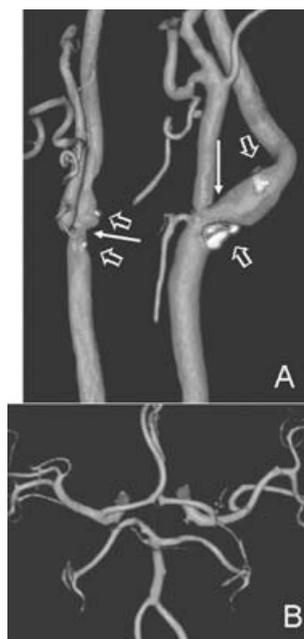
Hombre de 81 años con varios eventos AIT en territorio carotídeo izquierdo. A) La angiotomografía carotídea con reconstrucción volumétrica mostró aterosclerosis carotídea con oclusión de 80 % en la izquierda y 50 % en la derecha (flechas delgadas) y la presencia de calcificaciones densas (flechas huecas), además de un acodamiento distal de la arteria carótida interna. B) Reconstrucción volumétrica a nivel del polígono de Willis y segmentos arteriales M1, M2, M3, A1, A2, P1 y P2 donde se demuestra la ausencia de estenosis intracraneal asociada. Dentro del protocolo de estudio de nuestros pacientes siempre evaluamos la estenosis intracraneal ya que frecuentemente se asocia a la extracraneal, que algunas veces puede ser el origen real del cuadro clínico. Al contrario de la angiografía por sustracción digital y la angiotomografía, el ultrasonido carotídeo es una herramienta inadecuada para demostrar aterosclerosis intracraneal.
